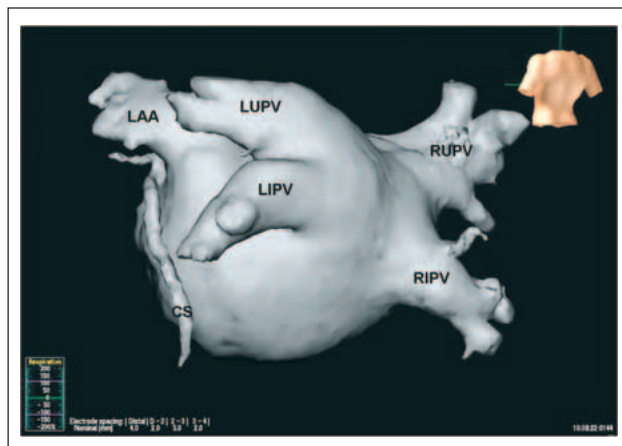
CT-Anatomie des linken Vorhofs (LUPV: linke obere Pulmonalvene [PV]; LIPV: linke untere PV; RUPV: rechte obere PV; RIPV: rechte untere PV; LAA: linkes Herzhohr; CS: Koronarsinus).
